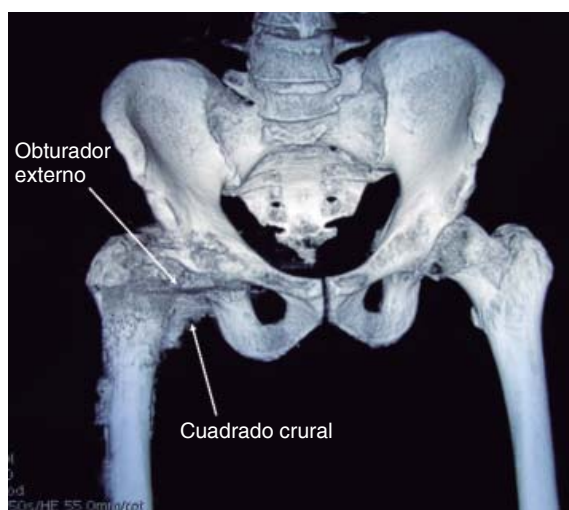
Reconstrucción en tercera dimensión de tomografía computarizada de pelvis en vista anteroposterior de pelvis, que muestra calcificación de los músculos obturador externo y cuadrado crural derechos.
